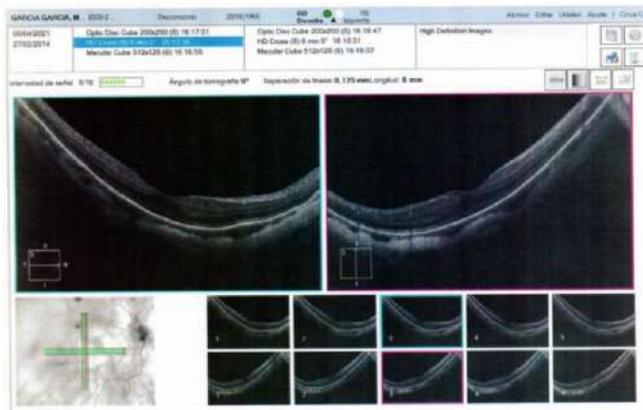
Tomografía de coherencia óptica OD
